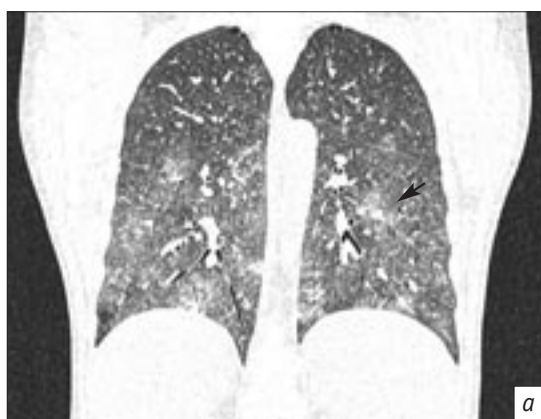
ЭАА, острое течение. Рентгеноморфологические особенности наиболее плотных участков (обозначено стрелкой) «матового стекла»:
